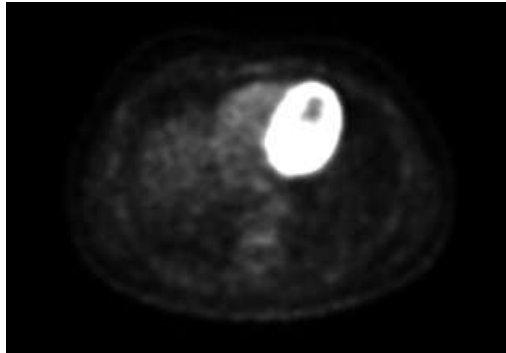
PET-TC: incremento metabólico de la masa.
